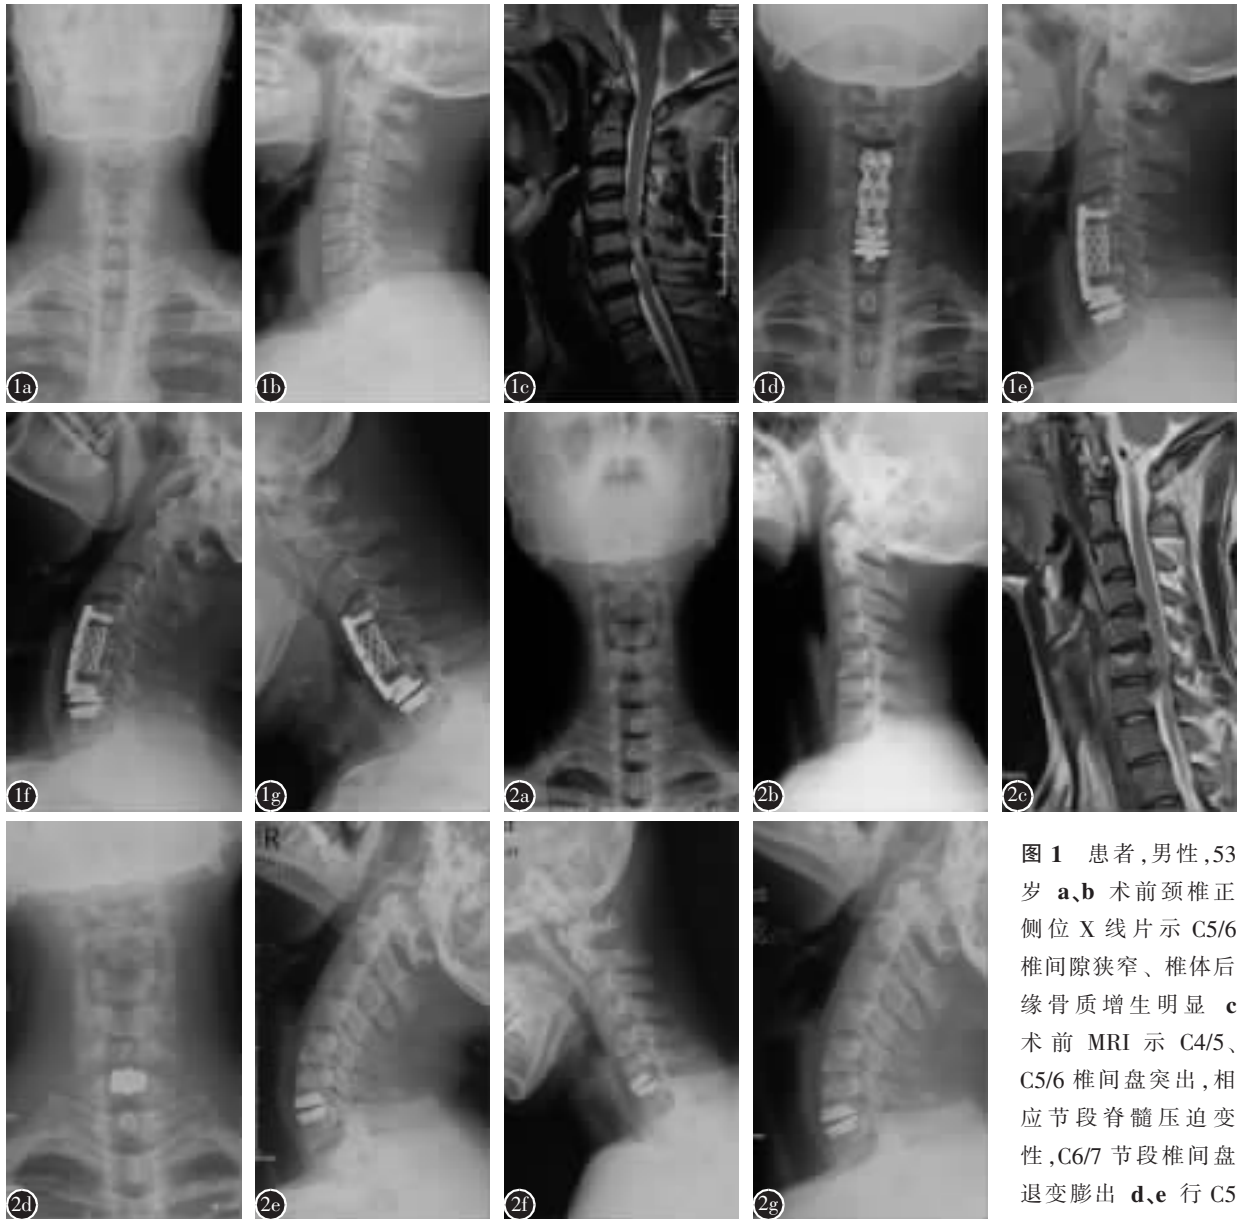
患者,男性,53 岁 a、b 术前颈椎正侧位 X 线片示 C5/6 椎间隙狭窄、椎体后缘骨质增生明显 c 术前 MRI 示 C4/5、C5/6 椎间盘突出,相应节段脊髓压迫变性,C6/7 节段椎间盘退变膨出 d、e 行 C5 椎体次全切除钢板钛
